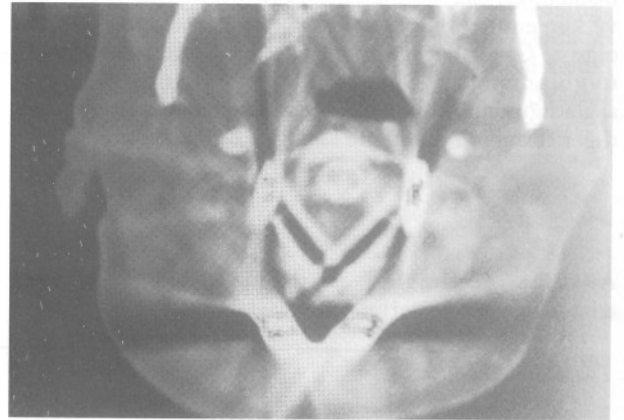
CT'de aksiyel kesitlerde vertebra cisim içinde patolojik doku.
